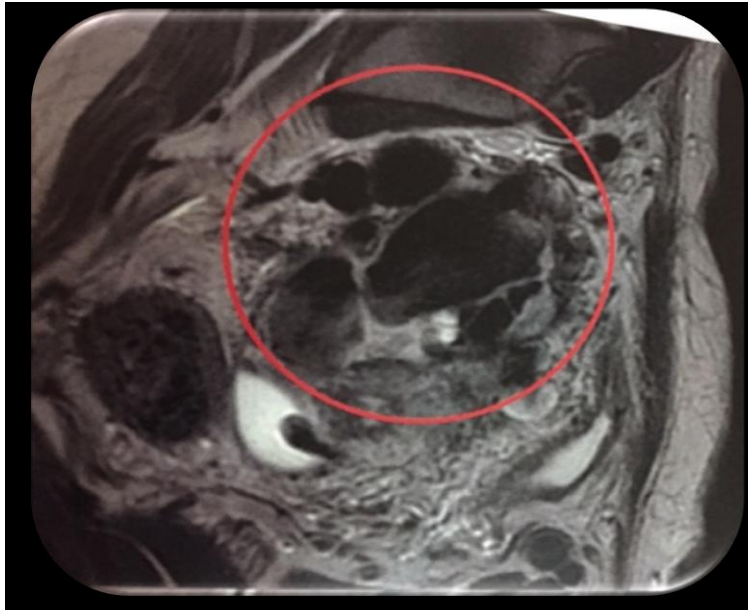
Aspect IRM d'un choriocarcinome (Image précédente)
